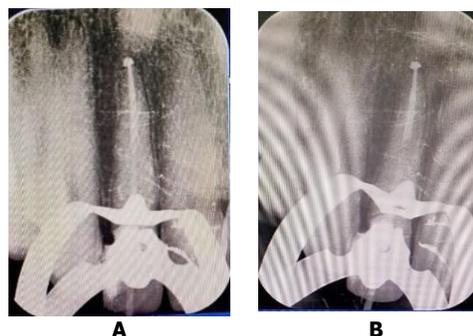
Foto radiograf *Master Cone Gutta percha*
